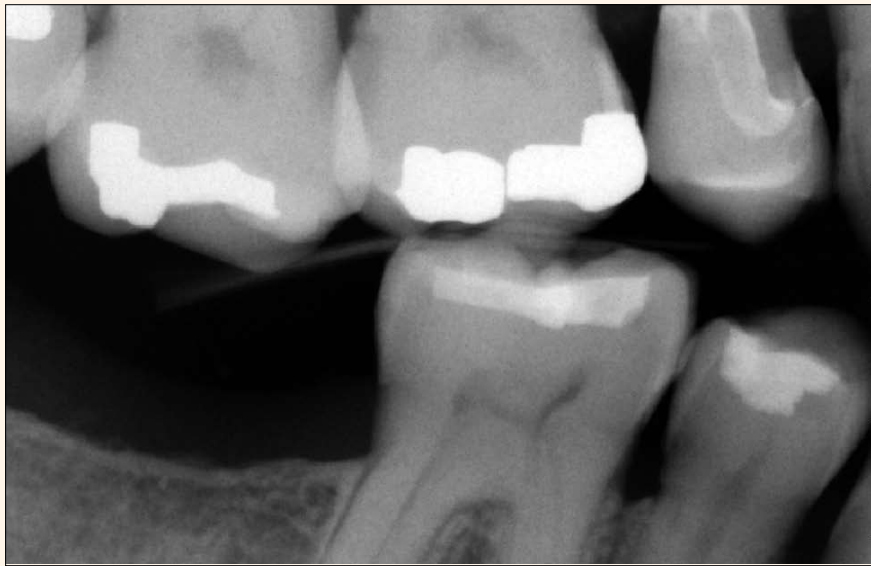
La última radiografía confirma que se ha conseguido una adaptación interna y marginal adecuadas, así como la completa la eliminación del exceso de cemento.
